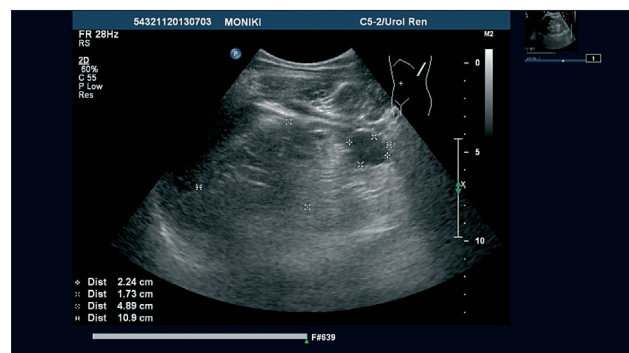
УЗИ почек: объемное образование нижнего полюса левой почки
